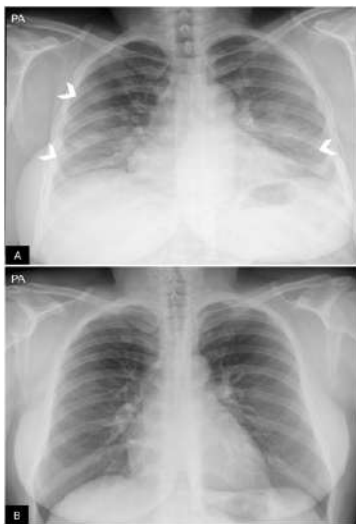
Falsos positivos o pitfalls. A y B) Radiografía de tórax poco inspirada. Mujer de 38 años con clínica sospechosa de enfermedad COVID-19. A) Radiografía de tórax posteroanterior. Aumento de la densidad bilateral, de predominio en campos medios e inferiores, sospechoso de neumonía por COVID-19 (puntas de flecha). Escasa inspiración (se identifican 7 arcos costales posteriores) y mamas voluminosas. B) Misma paciente. Repetición de radiografía de tórax a los pocos minutos tras inspiración forzada, donde se objetiva desaparición de todos los hallazgos descritos previamente (obsérvese el cambio en la morfología de la silueta cardíaca). C) Artefacto por aumento de densidad mamaria. Mujer de 18 años con clínica sospechosa de enfermedad COVID-19. Opacidades bilaterales y simétricas en campos inferiores producidas por la alta densidad del tejido mamario (flechas). PCR negativa para SARS-CoV-2.
